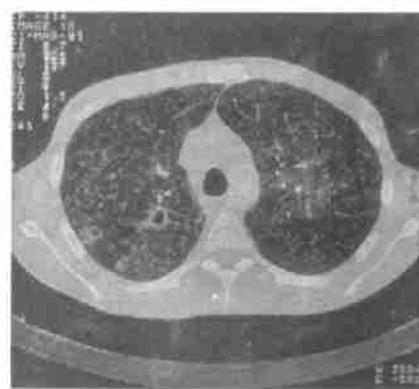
肺结核 CT:粟粒状结核伴多个数在的血性病灶,另外存在支气管性数在病灶,与粟粒性病灶相比更为片状,可表现两个病灶的融合。
